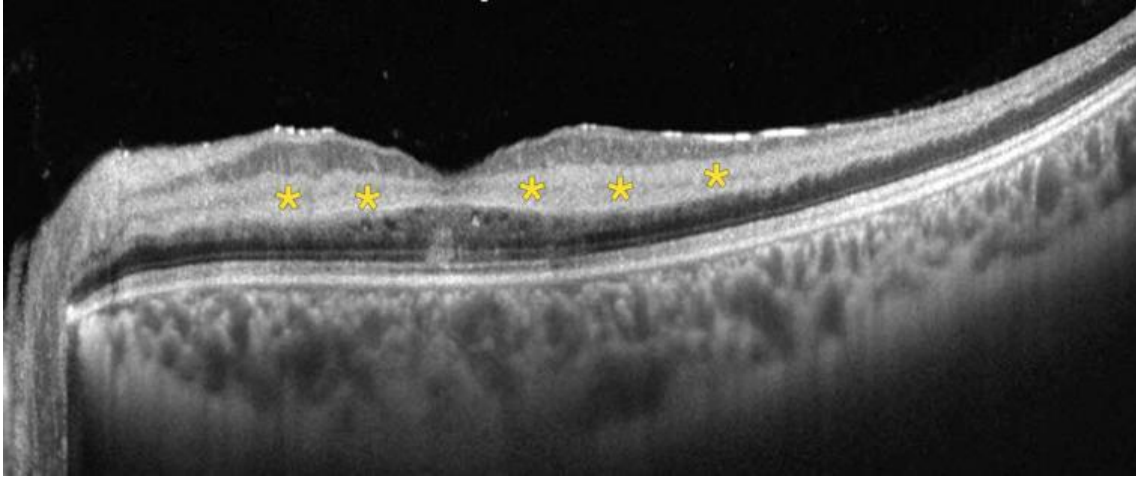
Tomografia de coerência óptica da mácula de paciente com doença falciforme.
